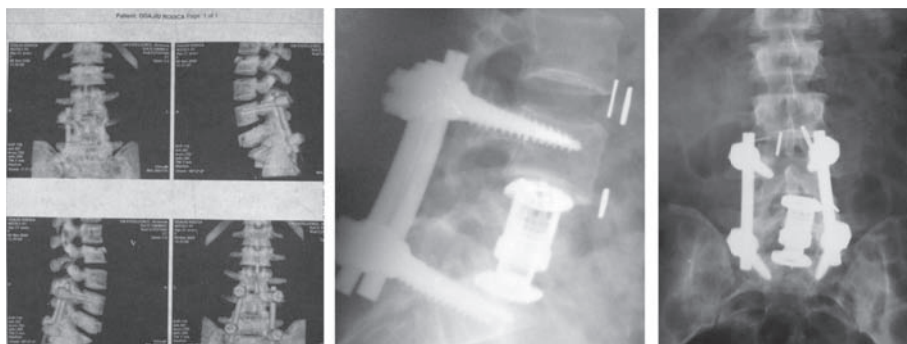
Pacienta O, 24 ani cu politraumatisme, inclusiv traumatism vertebro-mielic L5. CT cu reconstrucție 3D după rahisinteza pediculară și radiografia după spondilodeză circumferențială L5-S1 prin acces transperitoneal.
